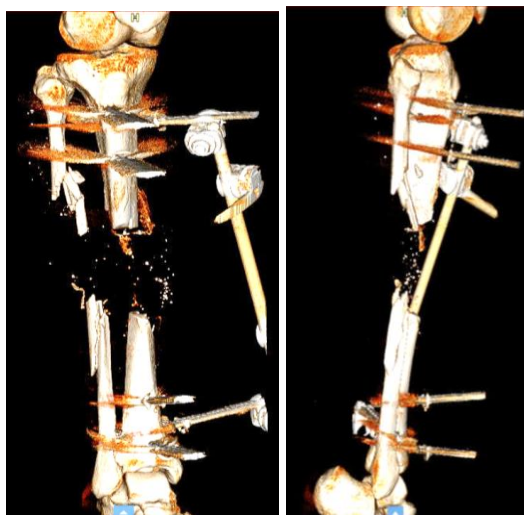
Компьютерная томография правой голени пациента С.
